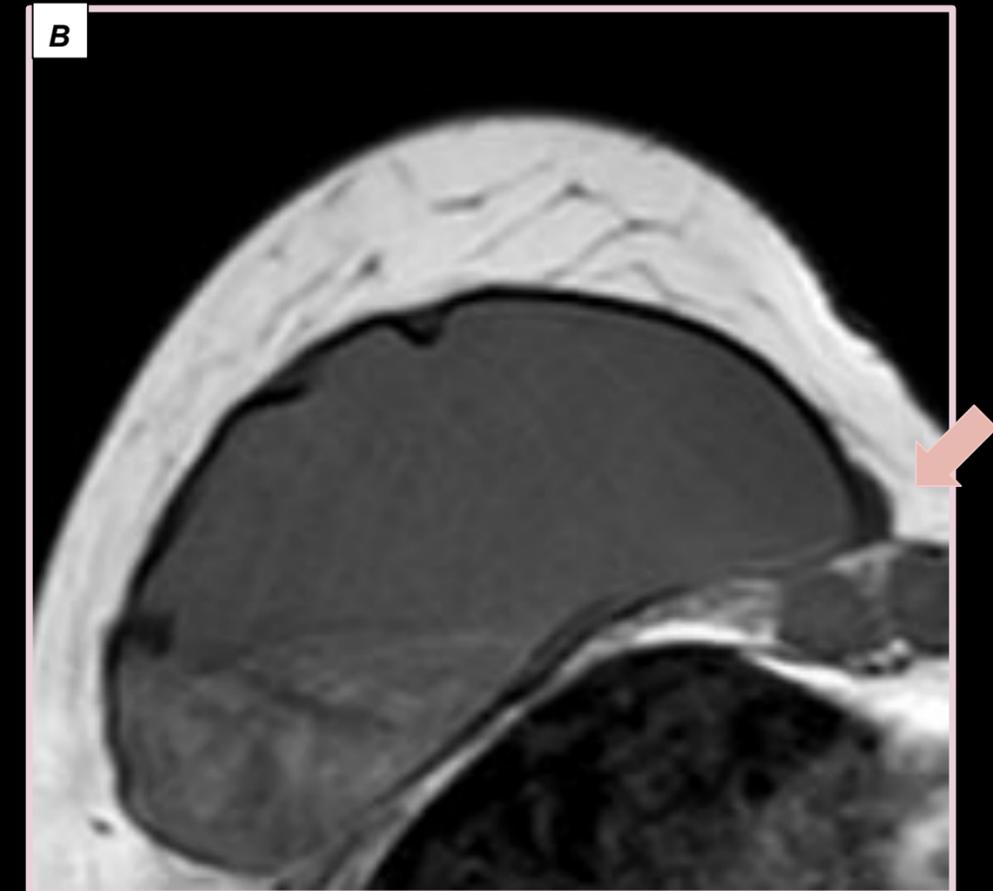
RM T2 (a) y RM T1 (B) donde se observa líquido laminar periprotésico (flechas rosadas)
